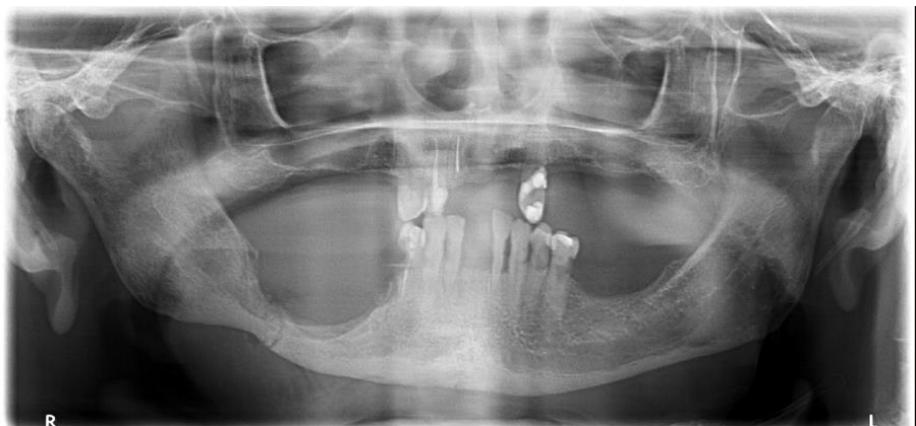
Radiografia final com atrofia mandibular na região da osteonecrose, porém, com junção do segmento fraturado sem qualquer indício de permanência de osteonecrose.
